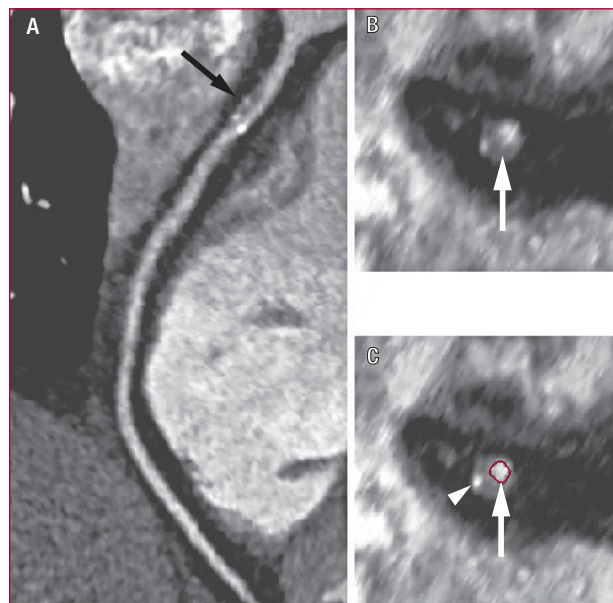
Coronariografía por tomografía computarizada de doble fuente. A. Arteria descendente anterior con una placa de ateroma señalada por la flecha. B. La flecha muestra el corte horizontal de la placa con zonas claras y oscuras. C. La línea circular señala el contorno de la luz del vaso, que tiene contraste en su interior. La placa está formada por un componente fibroso (flecha) y calcio (punta de flecha). La estenosis que produce es significativa.
